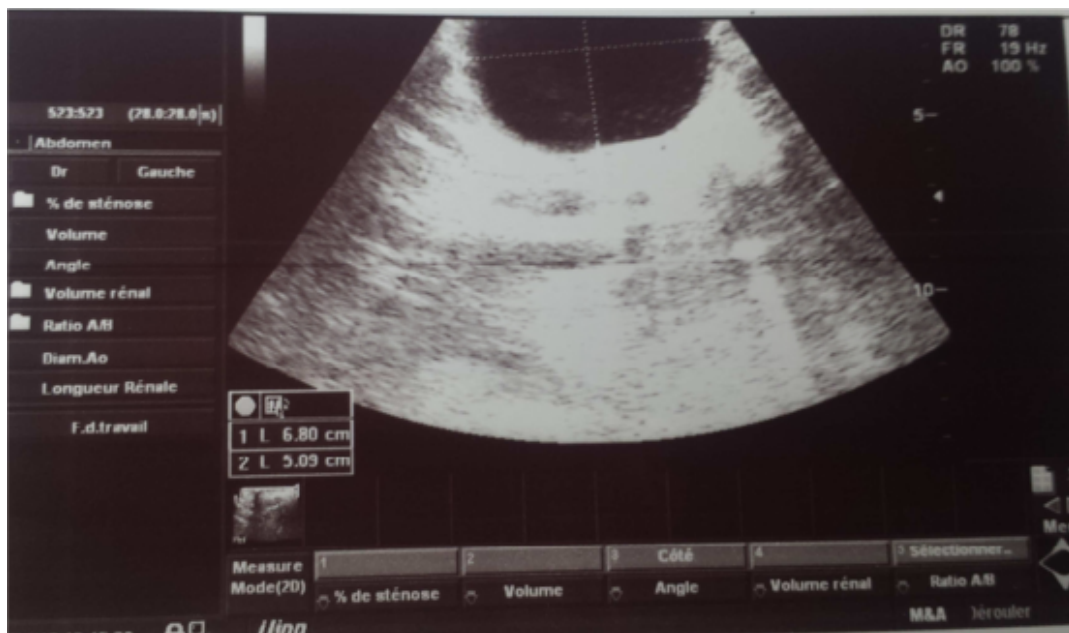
Image échographique montrant une formation kystique en regard du hile splénique
